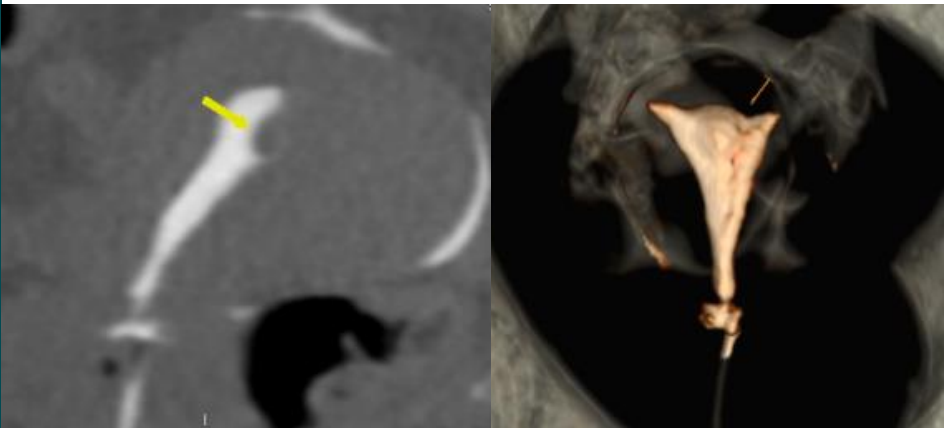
Pólipos - miomas con componente submucoso: defecto de opacificación focal hipodenso. A definir con ecografía.
